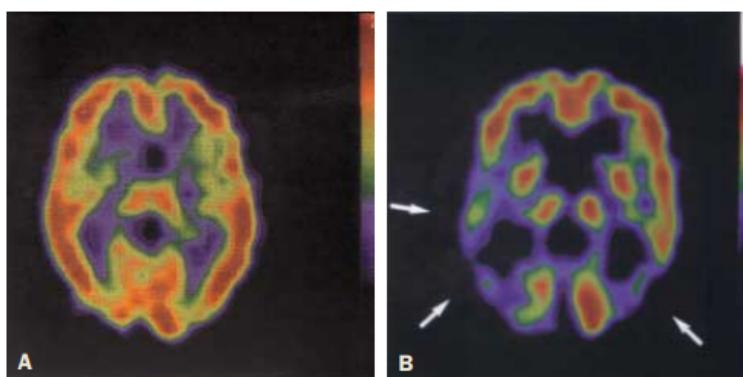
A. SPECT de una persona normal. B. SPECT de un paciente de Alzheimer. Fuente: Dr. F. Lomeña.
